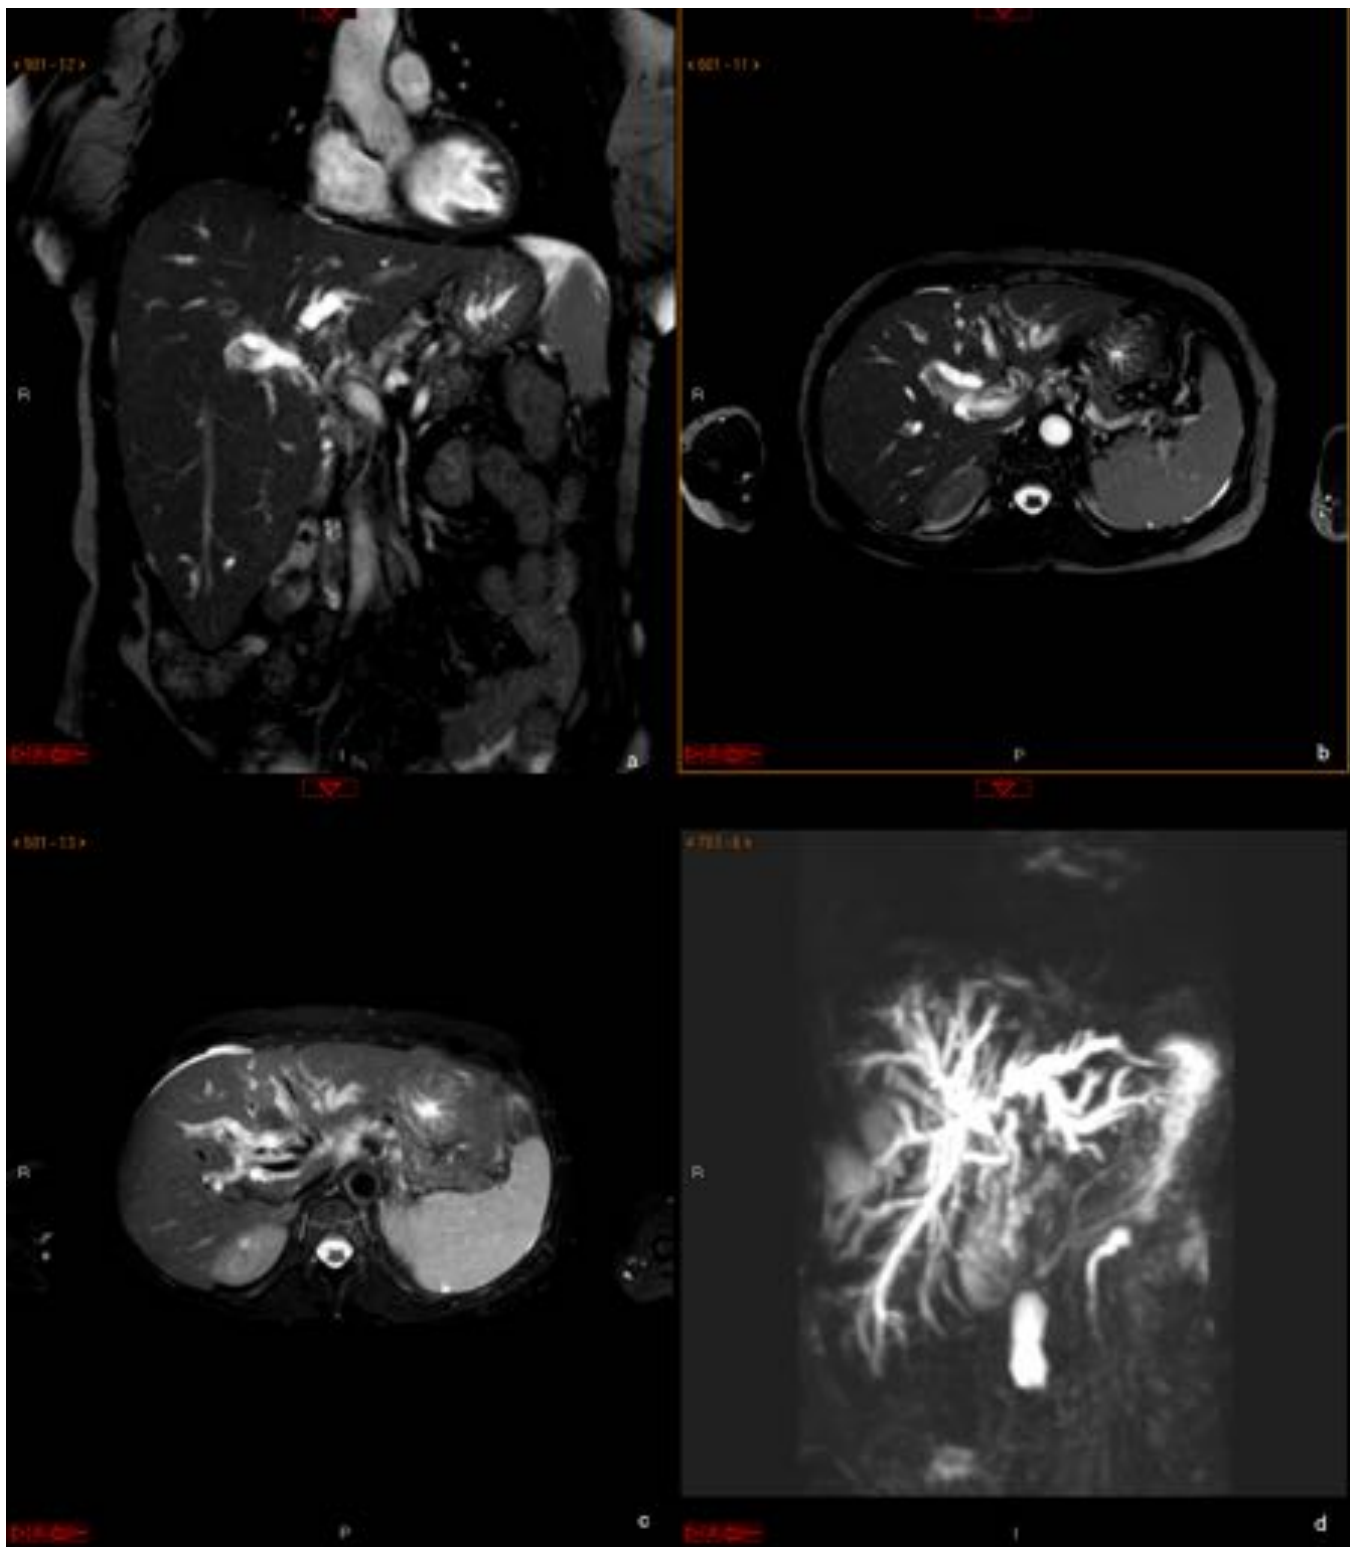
Mujer de 71 años con sospecha de Tumor de Klastkin. RM/ColangioRM: Hepatomegalia. Significativa dilatación de la vía biliar intrahepática con amputación de la misma a nivel de la placa hiliar sin definir de forma concluyente la causa de la misma. Adenopatías periportales subcentimétricas. Mínima ascitis perihepática. Diagnóstico definitivo: Tumor tipo Klastkin.
